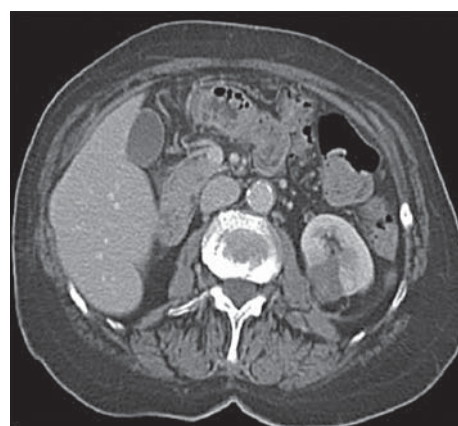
а, б. МСК-томограмма.
